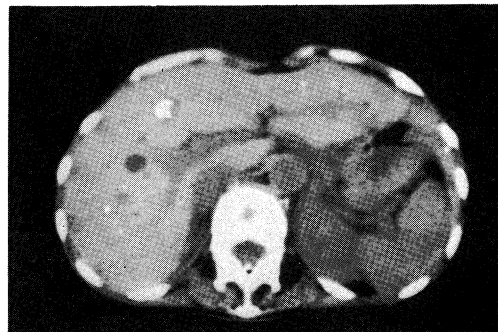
CT examination of the abdomen showed multiple calcification in the liver metastatic lesion.
